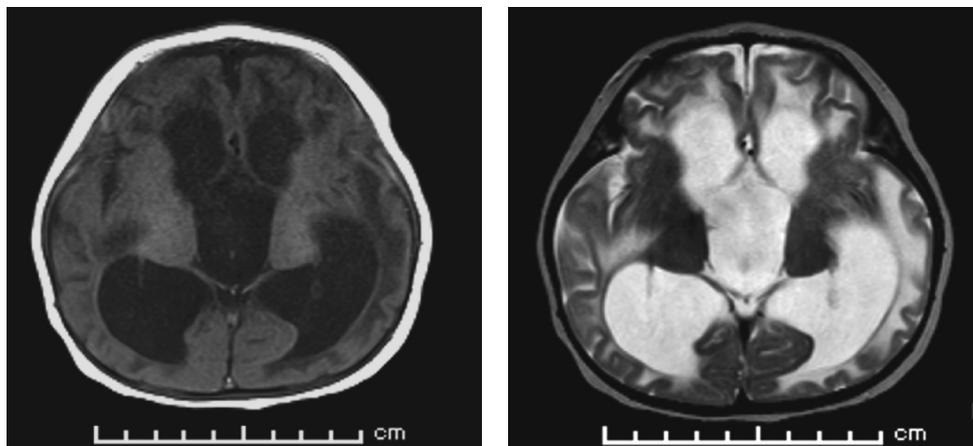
左：MRI T1WI 右：MRI T2WI
